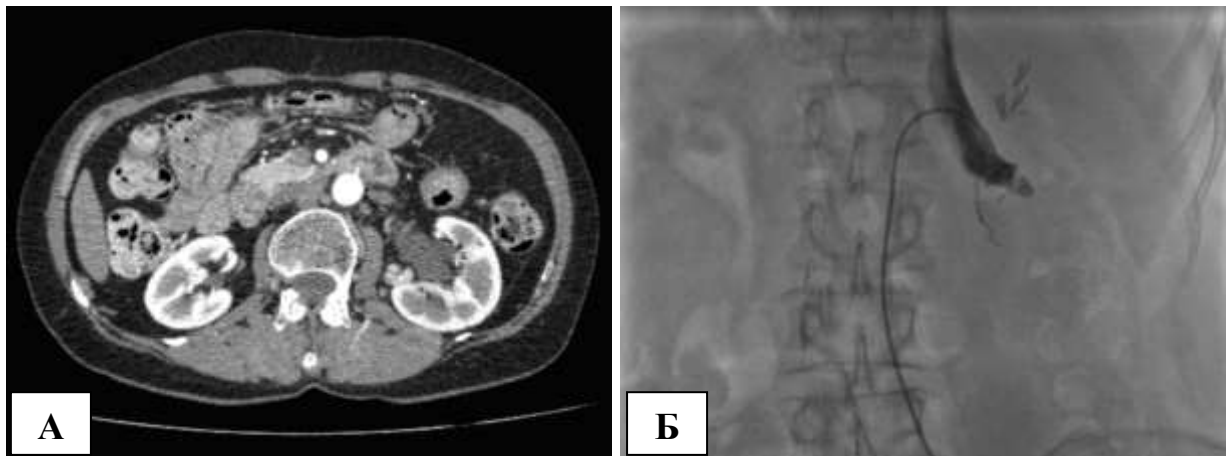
Окклюзия ЛПВ: А – компьютерная томограмма: дефект контрастирования вены; Б – флебограмма: вена не контрастируется.
